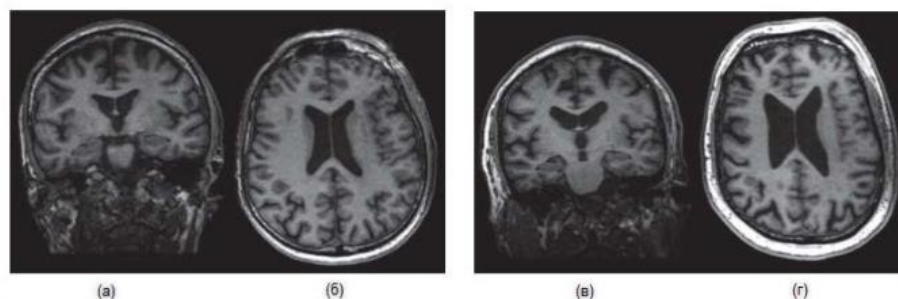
(а) – изображение мозга здорового человека на снимке МРТ на коронарной плоскости в T1 последовательности, (б) – изображение мозга здорового человека на снимке МРТ на аксиальной плоскости в T1
